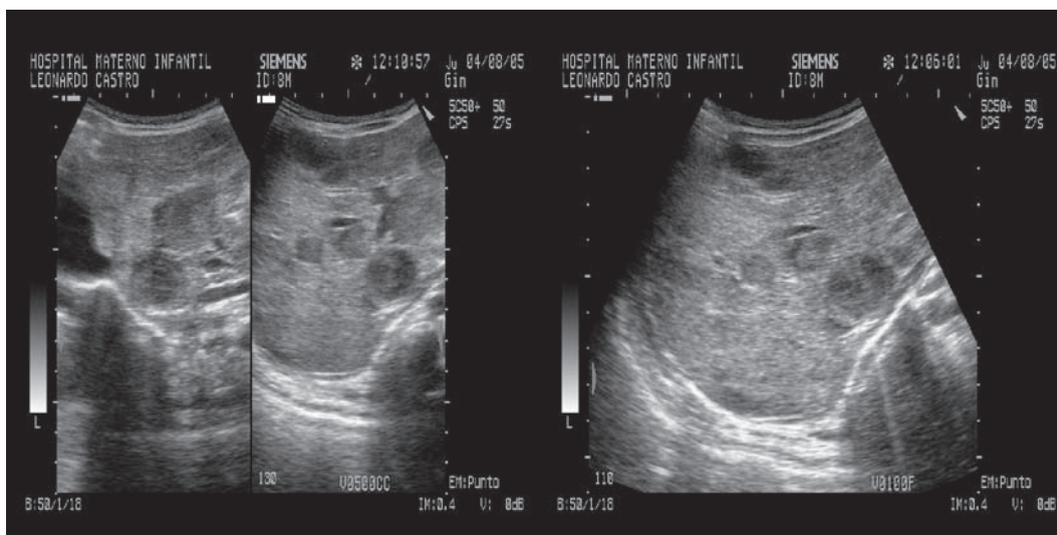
Figura # 2 Ecografía hepática muestra zonas hipocogénicas, redondeadas de diferentes tamaños en el lóbulo derecho e izquierdo del hígado.
